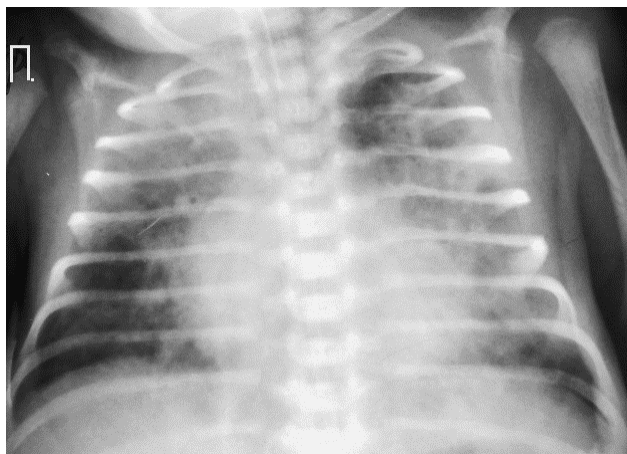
Оглядова рентгенограма ОГК недоношеної дитини С., 8 днів життя. Двобічна вогнищова пневмонія
